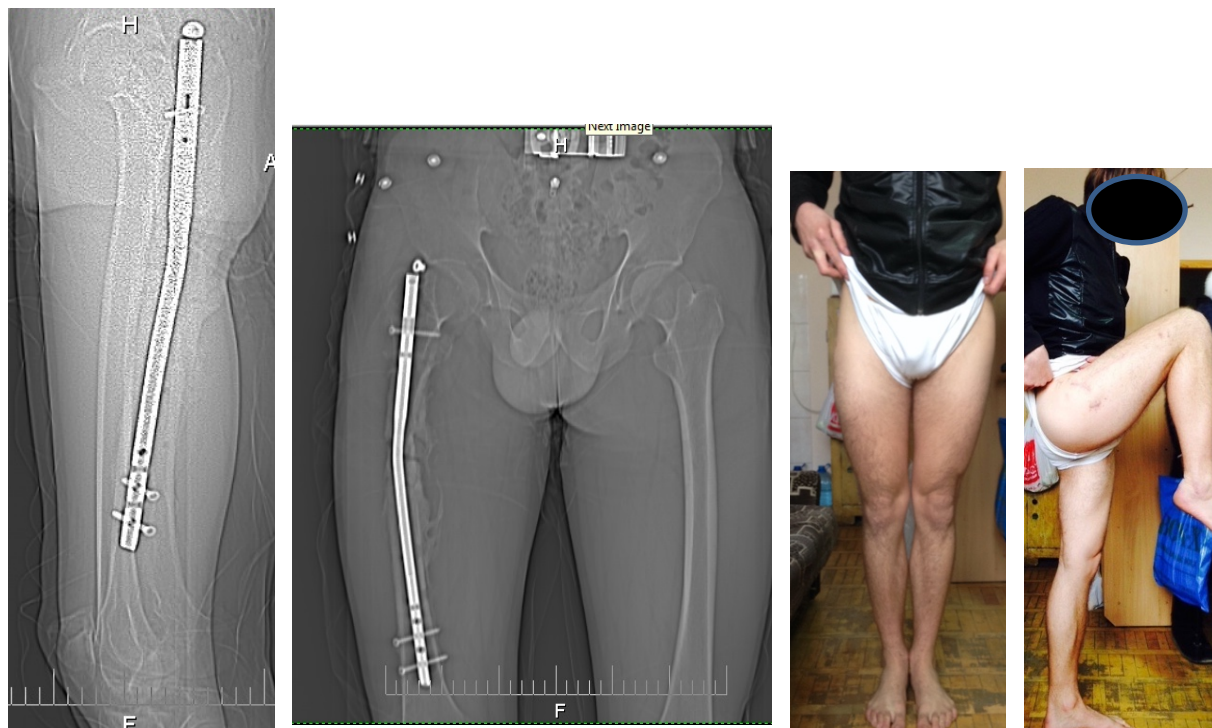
Фотовідбитки з рентгенограм та загальний вигляд хворого Д.
